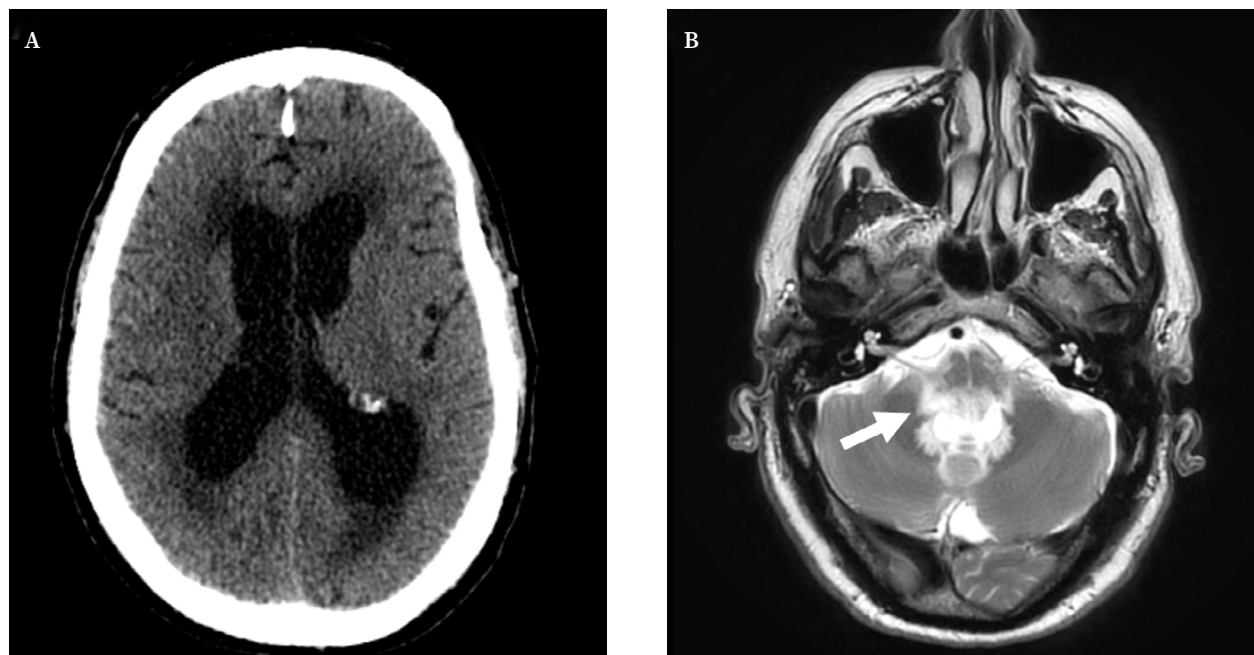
Pruebas de imagen realizadas al paciente. A. Tomografía computarizada craneal sin contraste realizada al ingreso, donde se aprecia dilatación ventricular con datos de trasudación transpendimaria. B. Resonancia magnética craneal en secuencia T2, con dilatación del IV ventrículo e hiperseñal alrededor de los forámenes de Luschka, observándose obstrucción a dicho nivel (flecha blanca).
